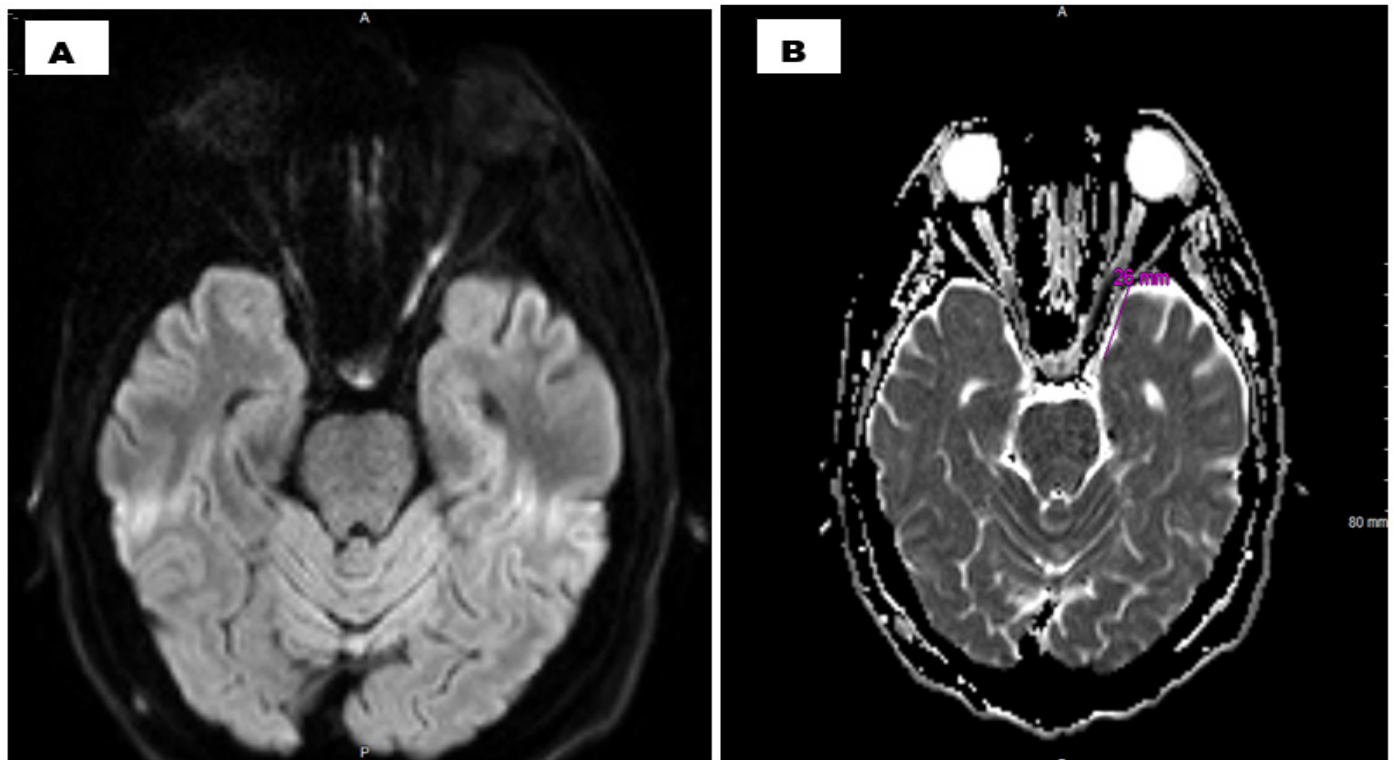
IRM centrée sur le nerf optique montre hypersignal à la partie postérieure du nerf optique gauche
